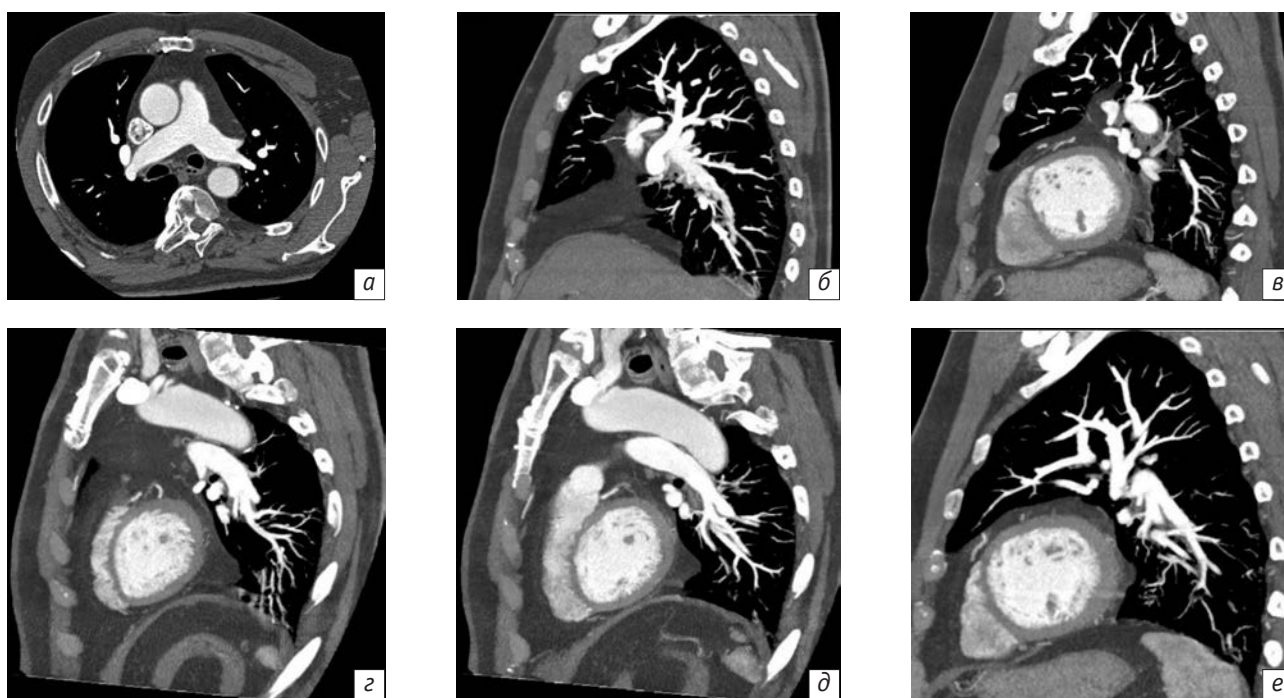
Результаты контрольной МСКТ-ангиопульмонографии пациента Б. через 6 лет 7 мес после оперативного лечения (16.05.2019 г.):
